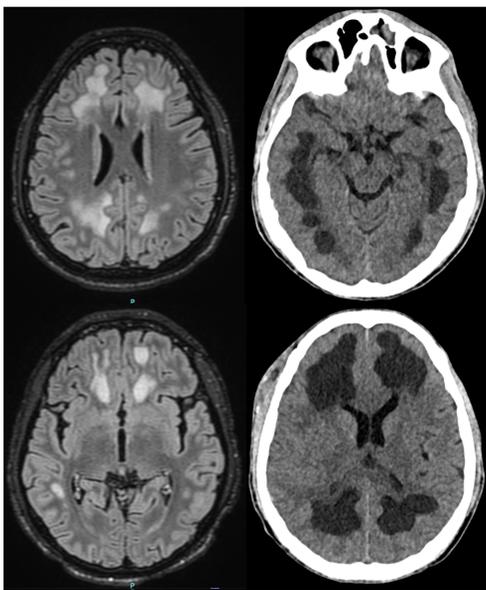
IRM et TDM cérébrales réalisées après aggravation neurologique
